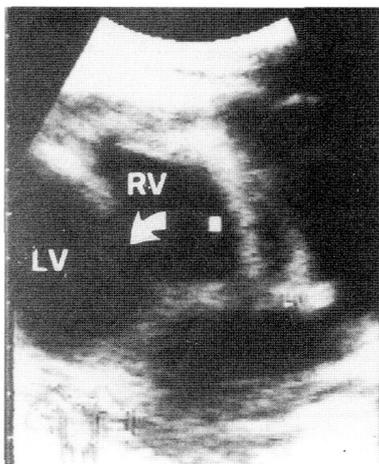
左右心室の心エコー像。右心室（RV）の肥大と心室中隔高位に心室中隔欠損（矢印）が認められる。
